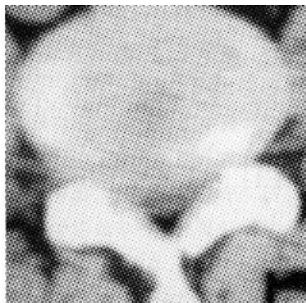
术后 CT 可见椎间盘突出明显回纳, 椎间盘后 1/3 区密度减低; “开窗”完全接近突出部。
